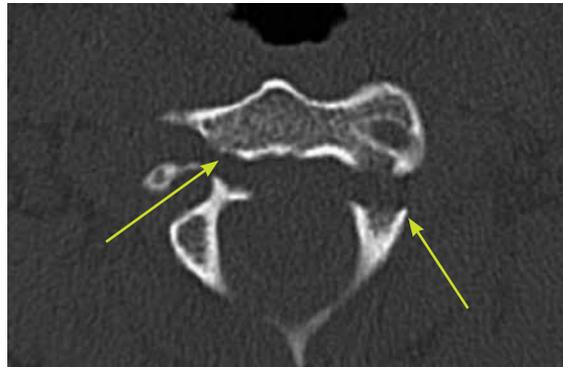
axialer Schnittbild CT, beidseitige dislozierte hintere Atlasbogenfraktur (s. Pfeile).
